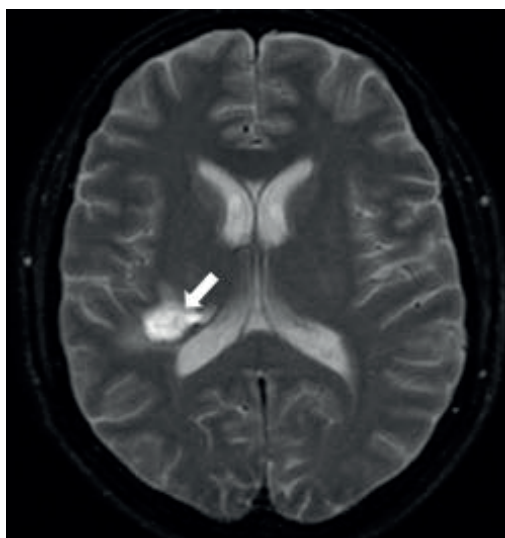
MRI, T2-weighted, axial section showing foci of hypersignal that characterize local infarction (white arrow).
